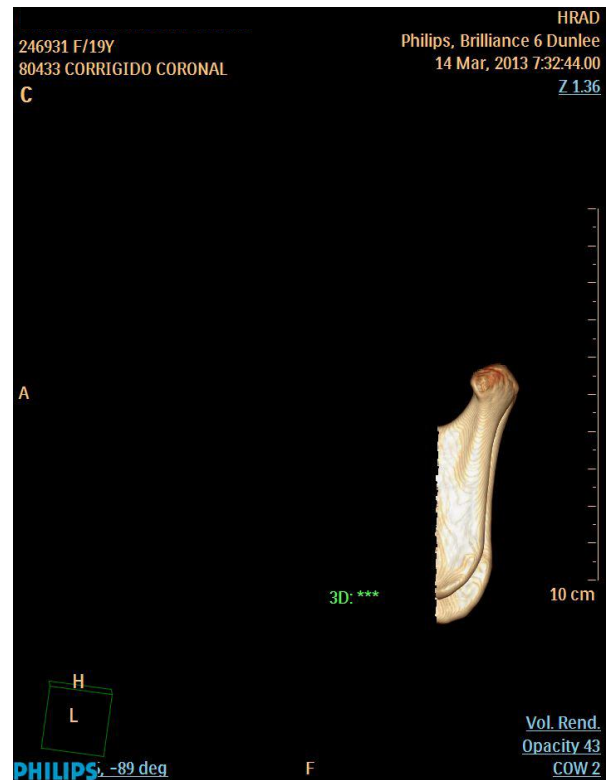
Tomografia Computadorizada (assimetria dos ramos e côndilos – vista perfil)
